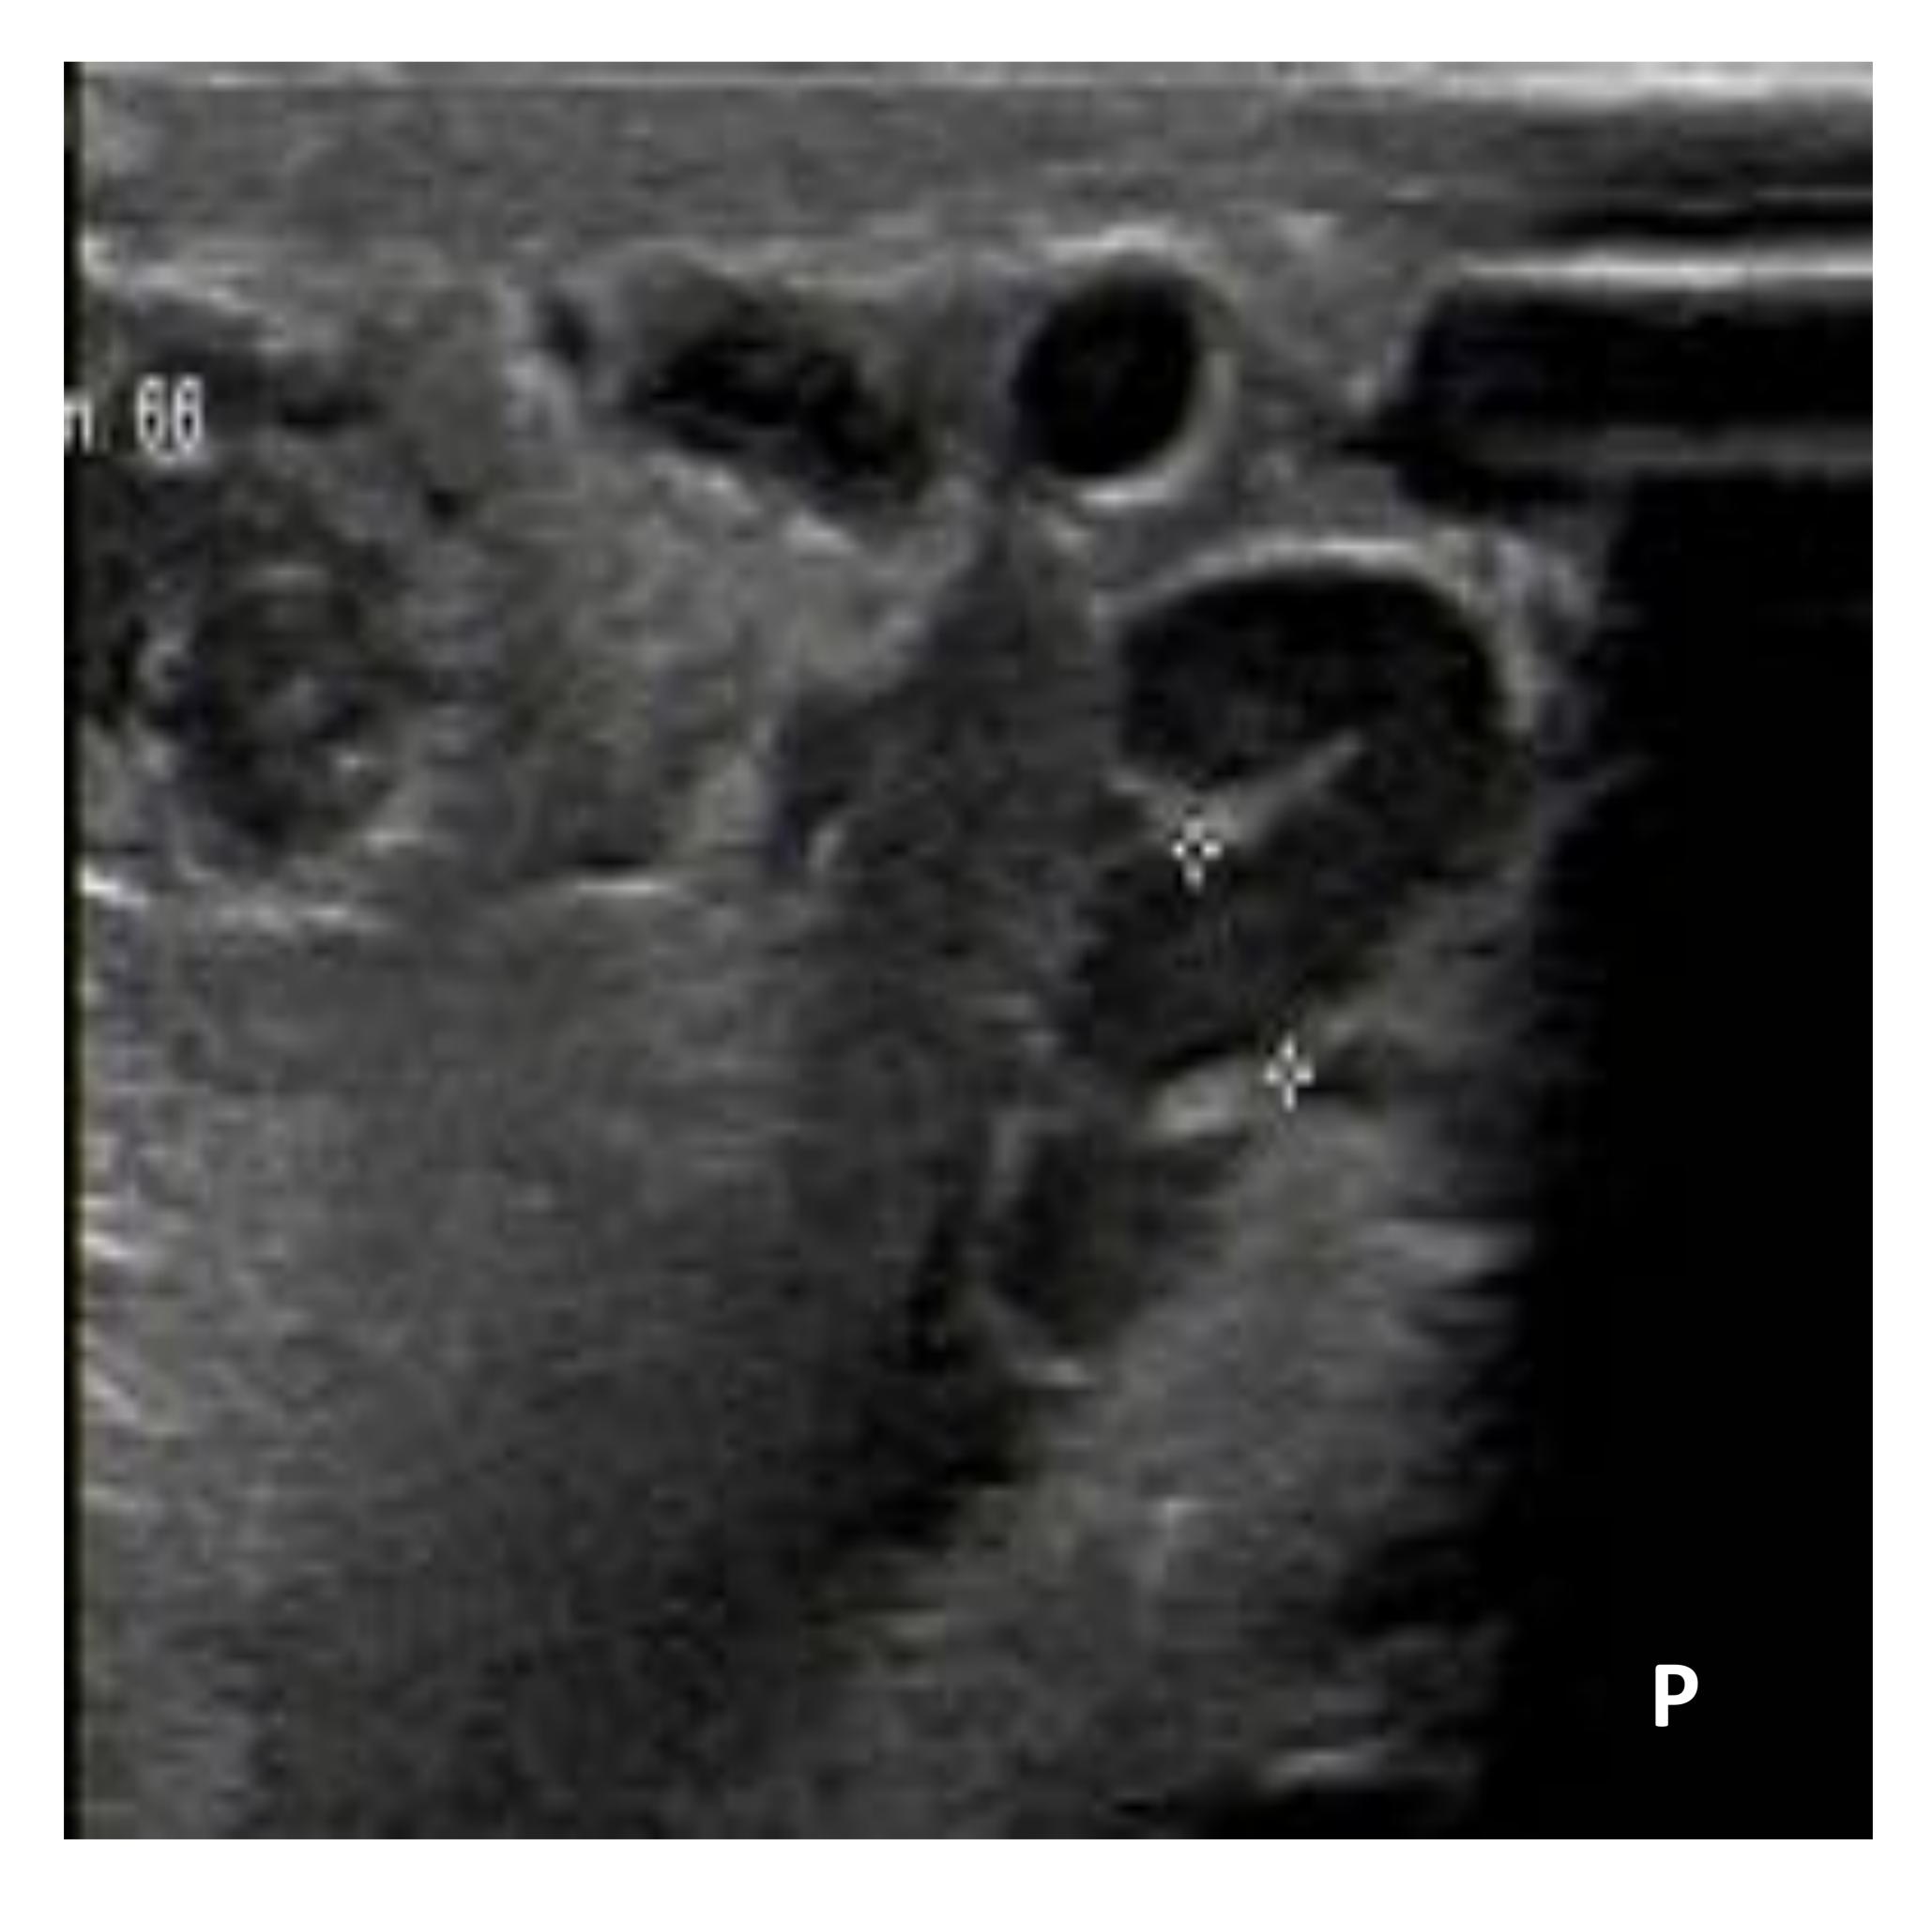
Ecografía testicular. O) Proyecciones hipoecogénicas a nivel del mediastino testicular correspondientes a ectasia de la rete testis. P) Área quística alargada, sin flujo Doppler color compatible con ectasia de la rete testis
